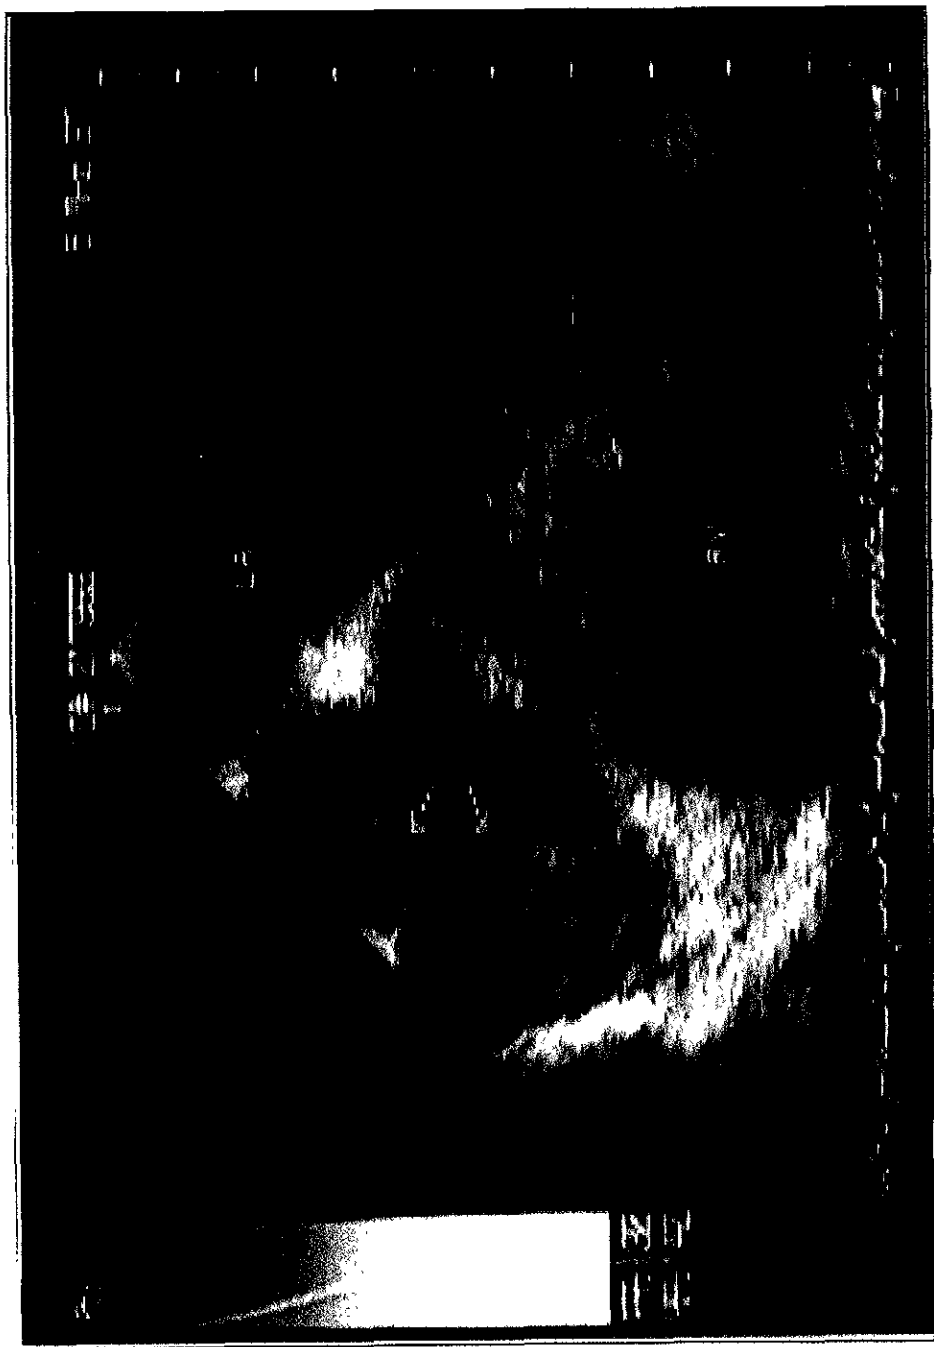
Ecocardiograma transtorácico en el plano subcostal. Se observa dilatación de la vena cava inferior con trombo en su interior (flecha).
